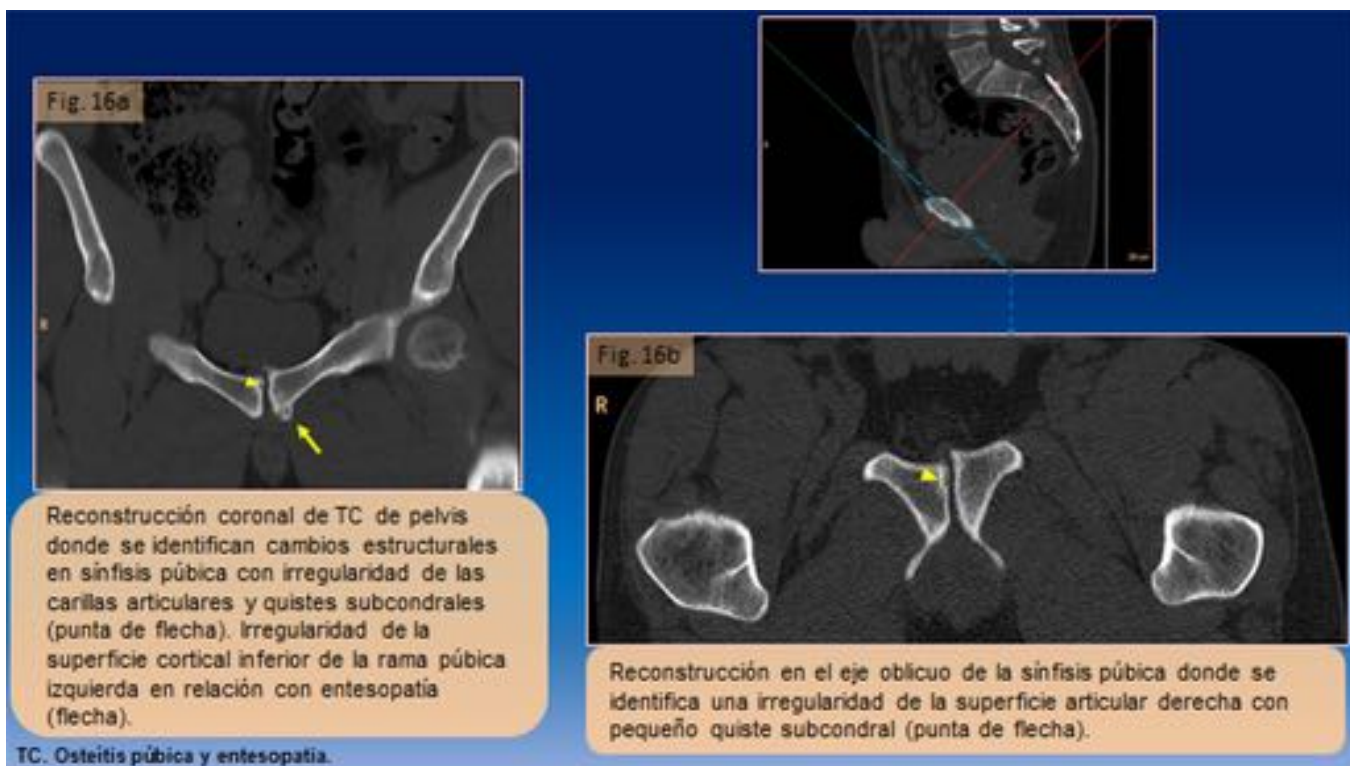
TC. Osteítis púbica y entesopatía.
